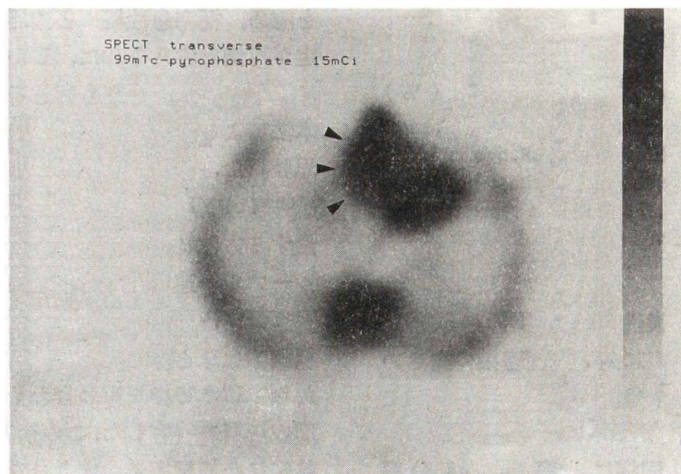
A transverse image of $^{99m}\text{TcPYP}$ -SPECT in a 64-year-old male with acute inferoposterior and right ventricular myocardial infarction. The retrosternal hot spot (arrow heads) shows $^{99m}\text{TcPYP}$ uptake into the right ventricular myocardium. The larger hot spot at the left side is inferoposterior infarction.
